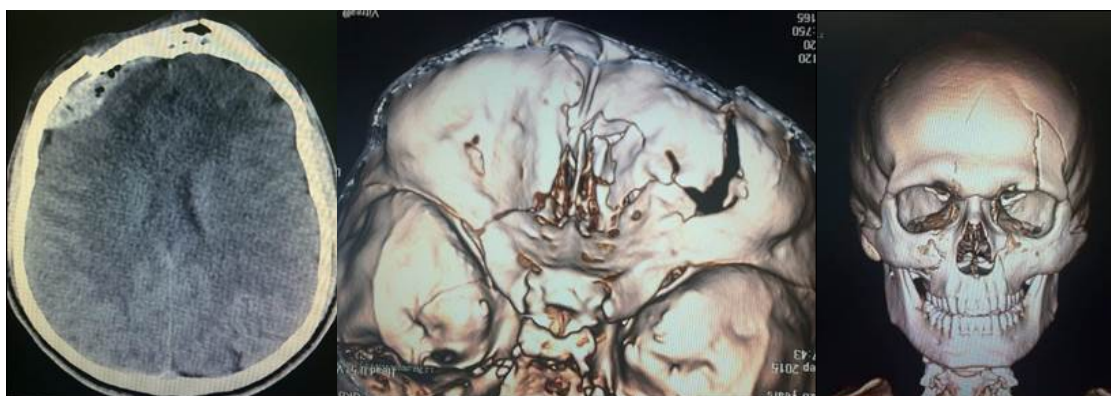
КТ пациента П. до операции (фронтобазальный перелом по Escher IV, перелом передней черепной ямки по Sakas IV)
